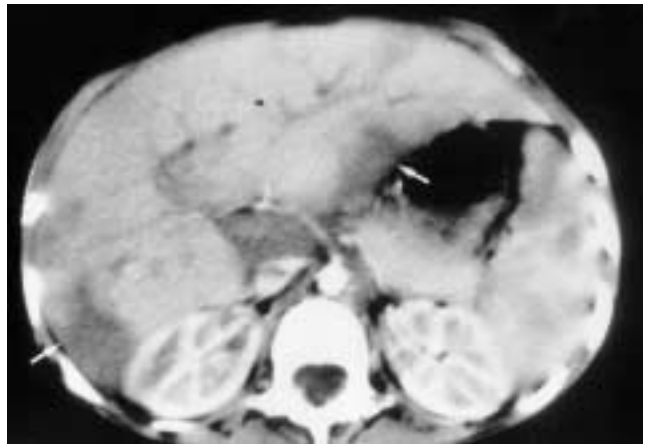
TAC Abdominal. Imágenes de áreas nodulares hipodensas de contornos irregulares y de localización central y periférica en hígado.
